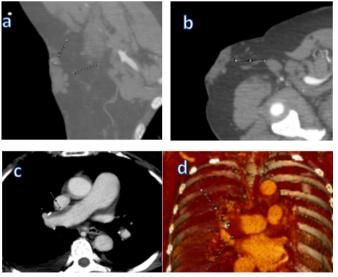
Malformación vascular. Angiotomografía de miembro derecho axial (a) y transversal (b). Las flechas señalan estructuras vasculares tortuosas en el plano subcutáneo adyacente a la región axial y brazo proximal, asocian caicificaciones. Tromboembolia pulmonar. Angiotomografía pulmonar. Corte axial MPR (c) y reconstrucción volumétrica coronal (d). Las flechas advierten defecto de repleción hipodenso excéntrico compatible con trombo en la pared de la arteria pulmonar derecha.
